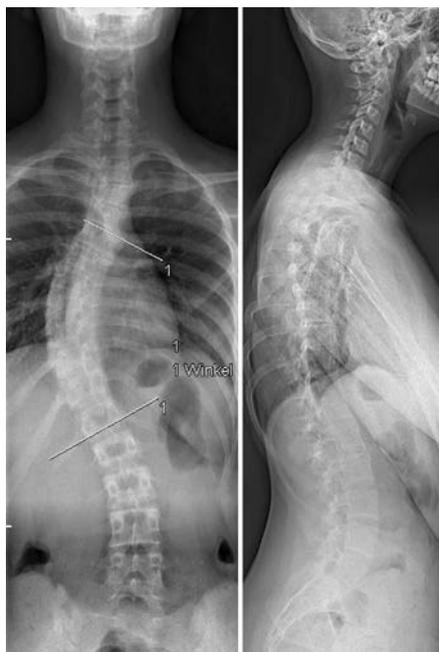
Basisröntgendiagnostik bei Erstdiagnose einer adoleszenten idiopathischen Skoliose
